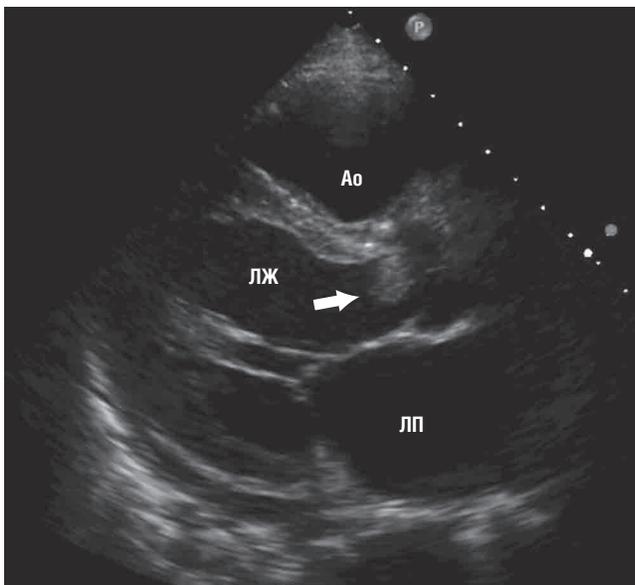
Двухмерная трансторакальная эхокардиография вегетации на аортальном клапане. Парастернальная позиция по длинной оси. Видна гетерогенная масса неправильной формы (стрелка), фиксированная к створке аортального клапана и пролабирующая в выходной тракт левого желудочка (ЛЖ). Ao — аорта; ЛП — левое предсердие.
